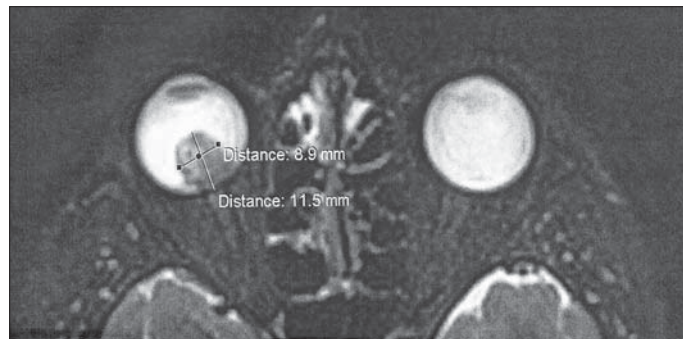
МРТ орбит больной астроцитарной гамартомой сетчатки и зрительного нерва
